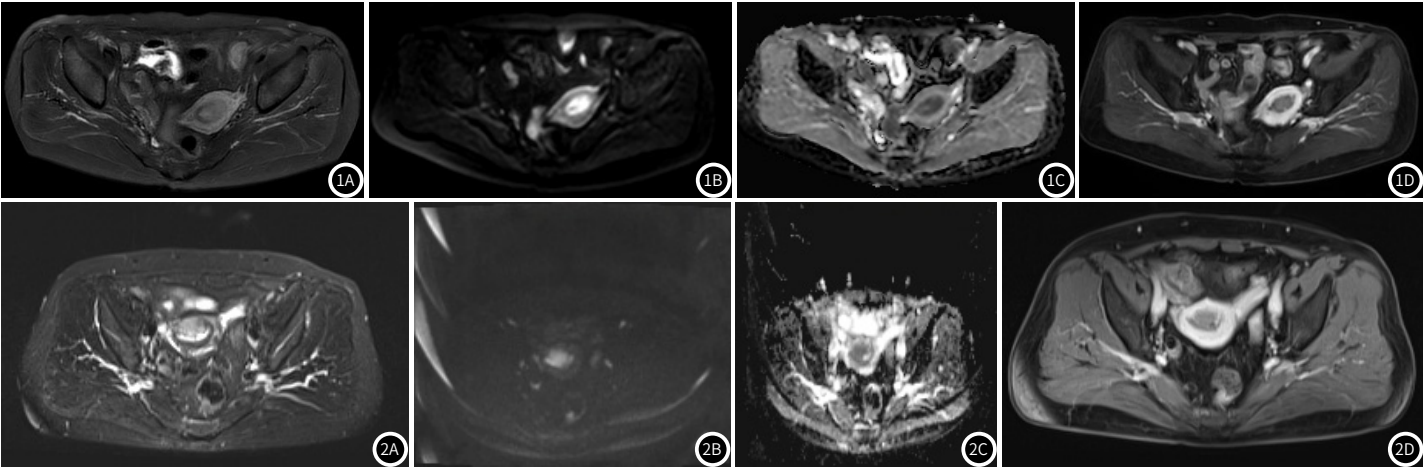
图1D EC患者淋巴血管侵犯的MRI图像。女性, 58岁, 子宫内膜癌III期, 子宫内膜增厚呈团块状, T2WI呈高信号, DWI弥散受限, ADC图低信号, 增强病灶强化程度低于肌层, 结合带欠完整, 病灶侵及1/2肌层。子宫内腺样腺癌II-III级伴鳞化, 侵及2/3层子宫肌壁。
